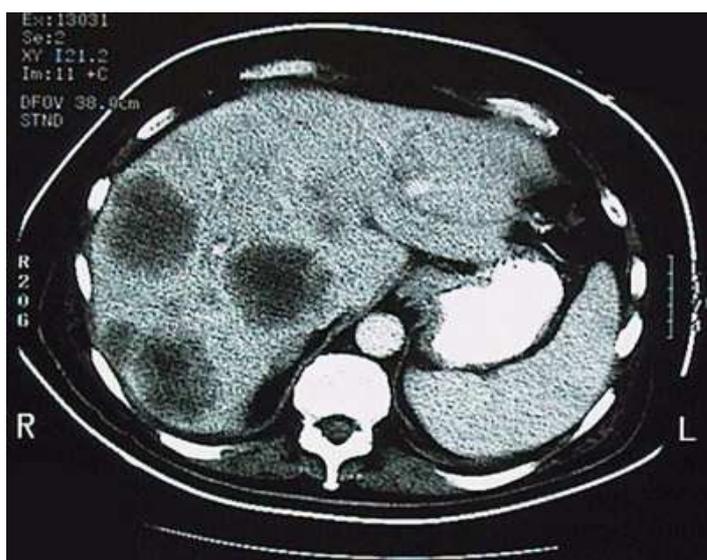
(а). КТ опухолевых метастазов печени.
